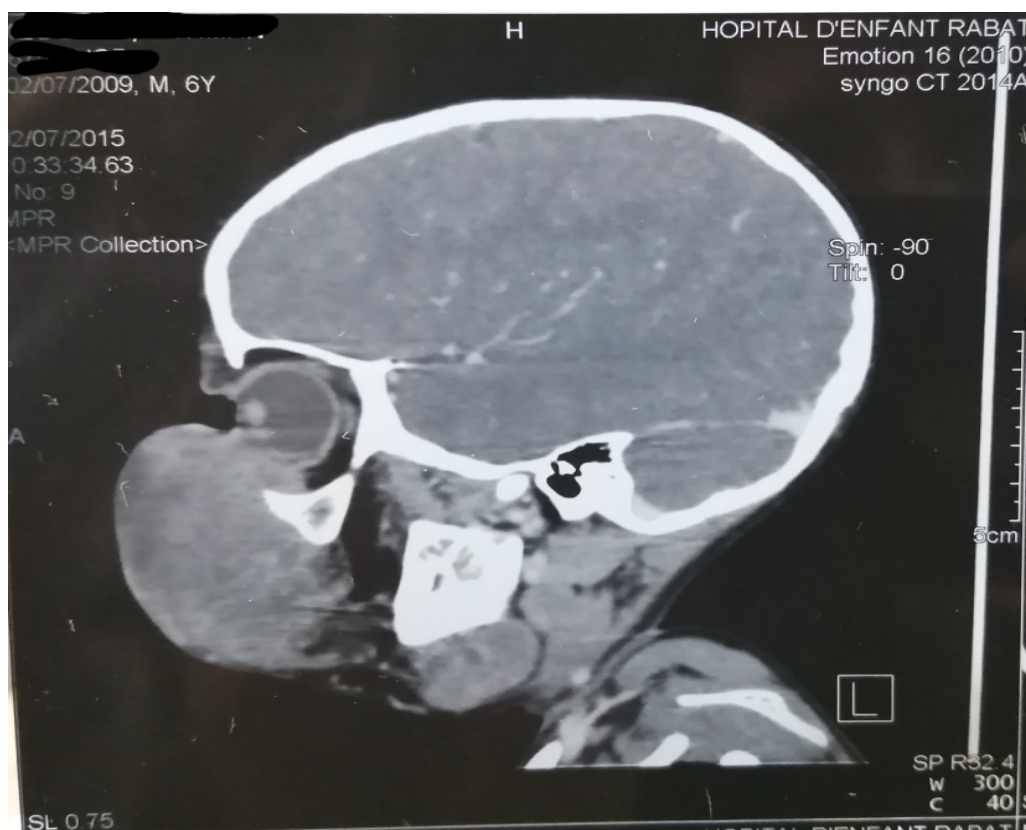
coupe TDM du patient atteint du RMS du sinus nasal
